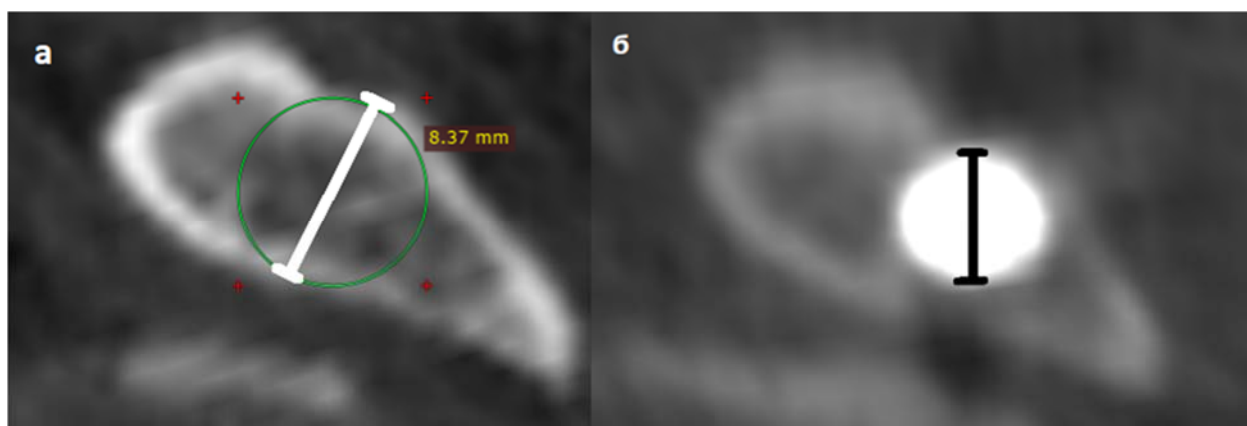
Измерение индекса наполнения ножки позвонка винтом на коронарной проекции по результатам компьютерной томографии: а – расчет минимального размера ножки позвонка до операции; б – измерение диаметра использованного транспедикулярного винта после операции
